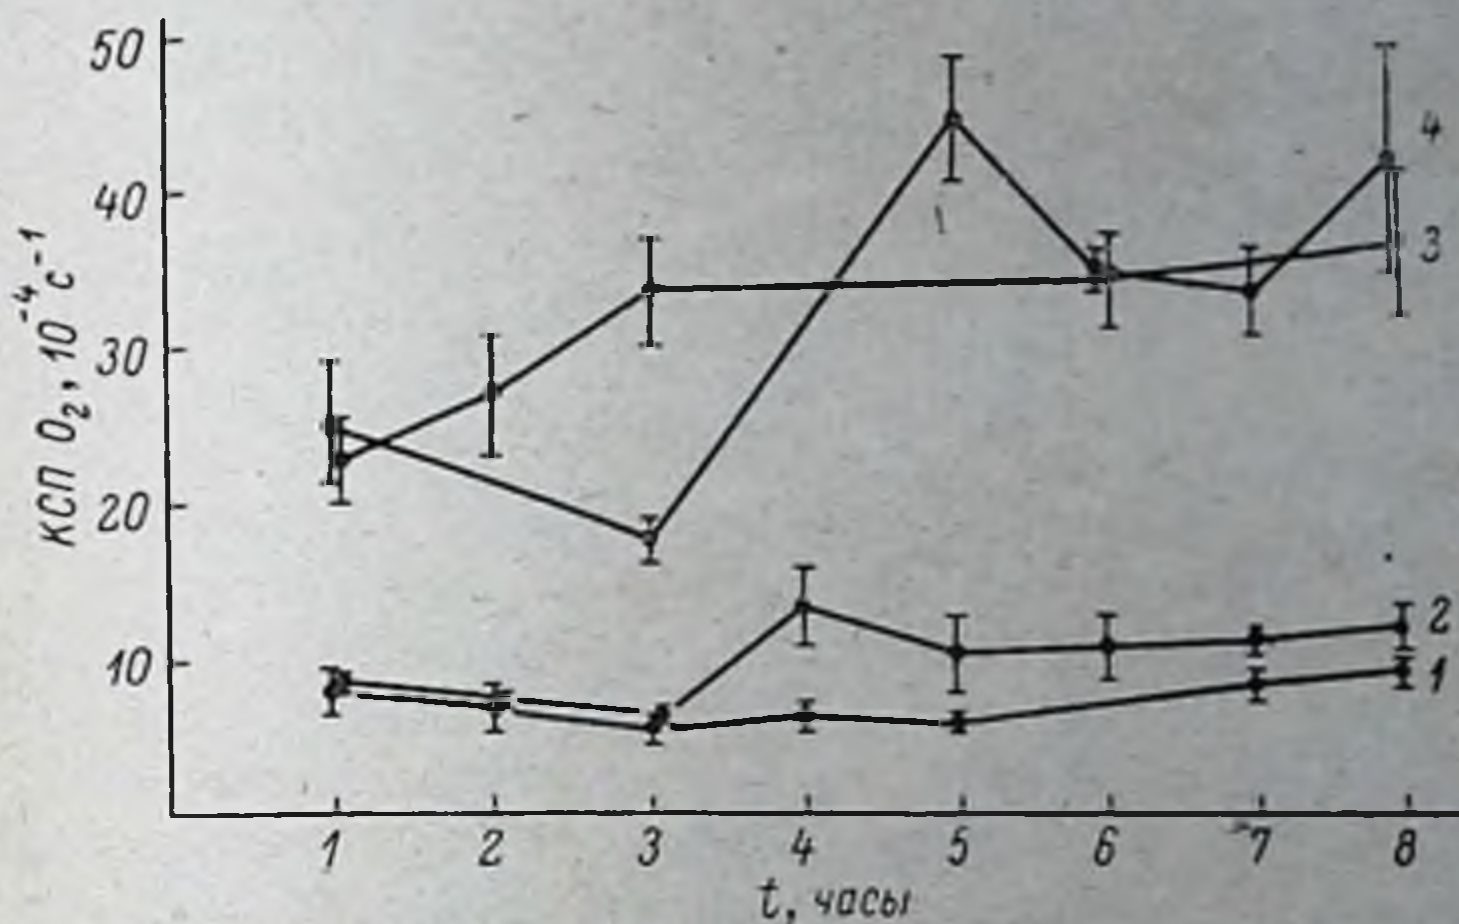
Динамика интенсивности дыхания ткани печени (1), почки (2), костного мозга (3) и селезенки (4) при изолированной перфузии (по: Нефёдов и др., 1972).
